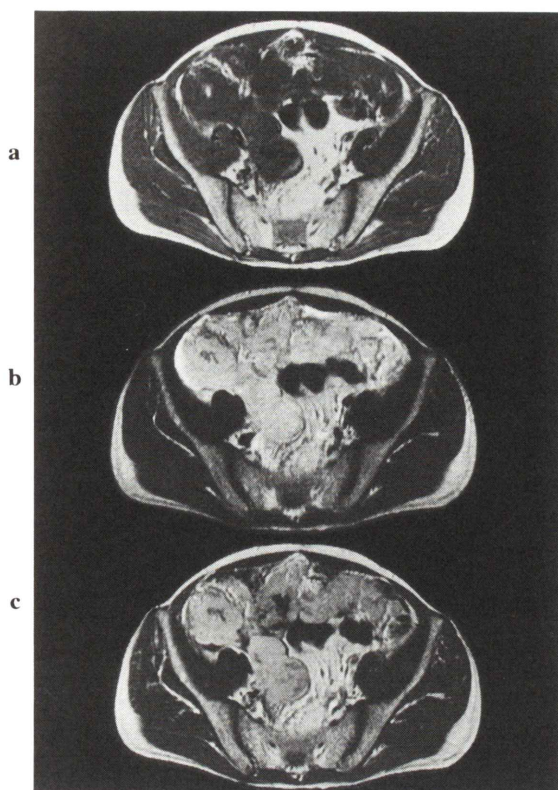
MRI (a; T1 weighted image, b; T2 weighted image, c; gadolinium enhanced image): The iso-intensity mass was shown in (a), high intensity in (b) and strong enhancement in (c) in the pelvic cavity.
